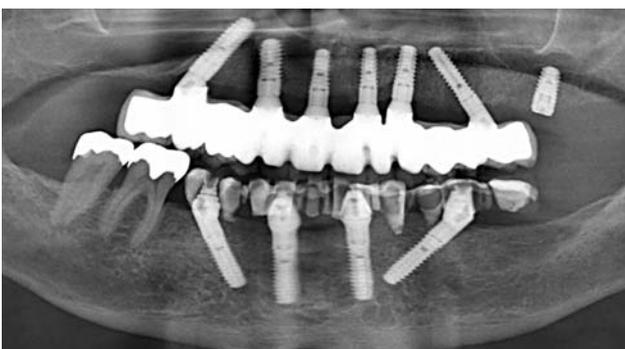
Röntgenkontrollaufnahme nach Eingliederung der Suprakonstruktion.
